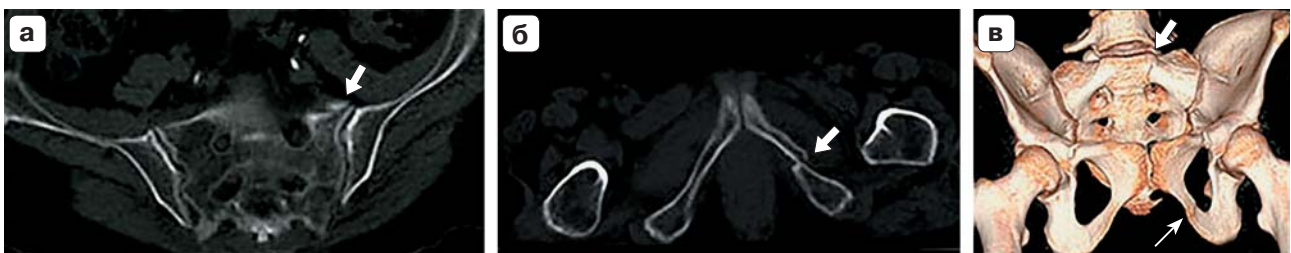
Травма получена при ДТП, пассажир. КТ, аксиальный срез на уровне S₁-позвонка (а): отрывной перелом крестца слева с костным отломком (стрелка) без расширения сустава; аксиальный срез на уровне нижней ветви лонной кости (б): перелом со смещением (стрелка); 3D-реконструкция (в): белая стрелка указывает на перелом крестца, тонкая стрелка – перелом лобковой кости.
